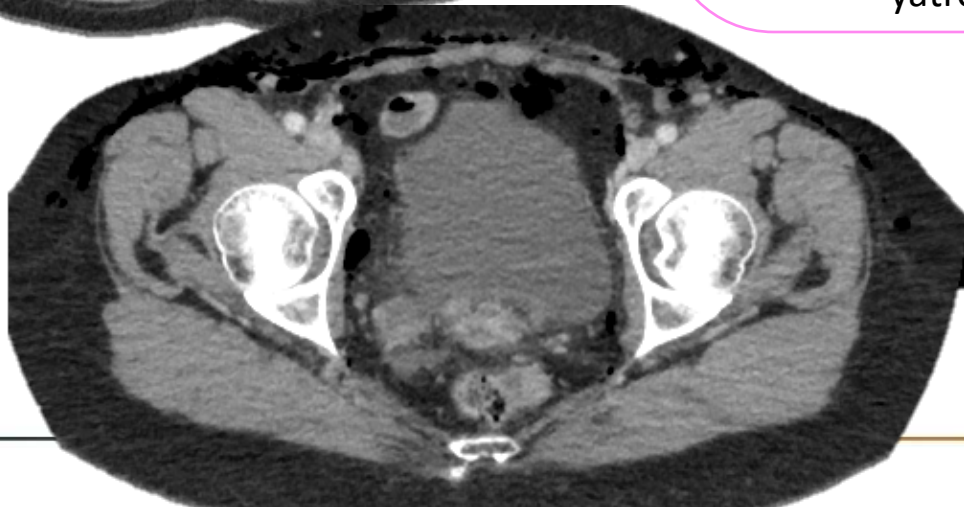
Día +5 post-histerectomía, con fracaso renal agudo y dolor en flanco derecho. Se realiza TC de abdomen urgente, evidenciándose un retraso del nefrograma derecho (círculo) secundario a hidroureteronefrosis (flechas) con cambio brusco de calibre en su cruce con los ilíacos, sugestivo de ligadura yatrogénica
